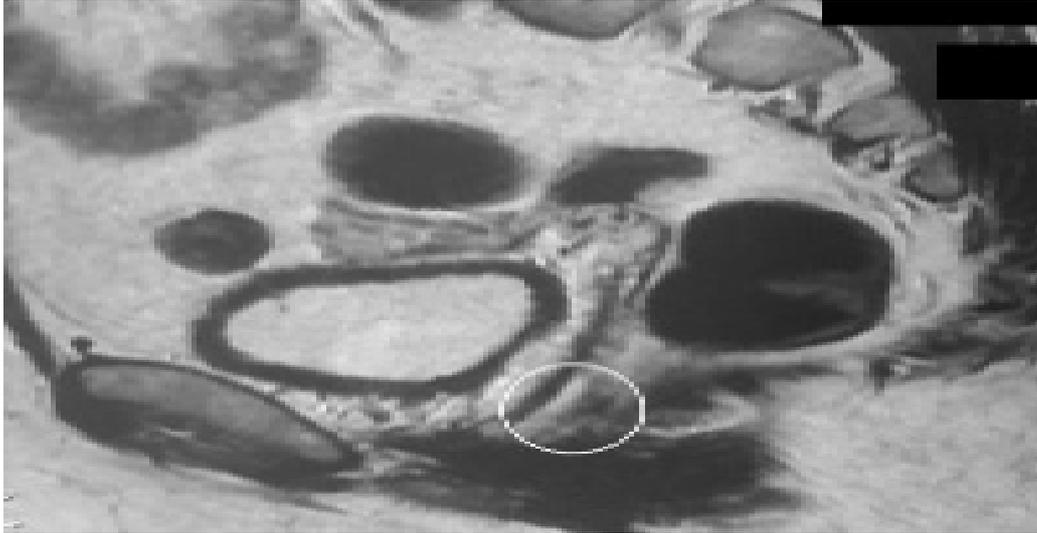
IRM pelvienne avec une localisation recto vaginale.
